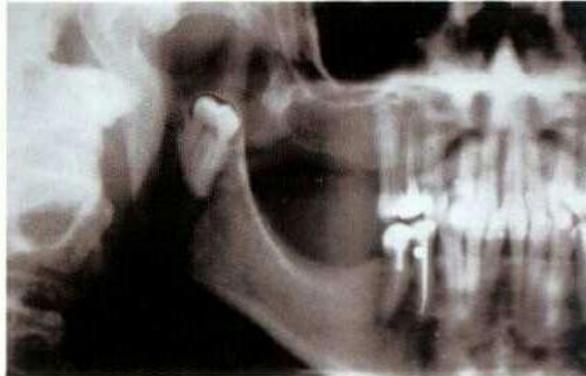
Radiographie panoramique montrant la migration d'une molaire haut dans la branche montante de la mandibule⁽²⁰⁾
